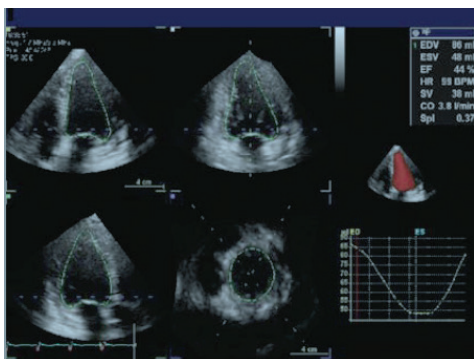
ecocardiografia 3D full-volume
